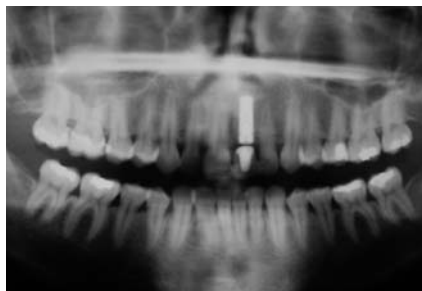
Zustand der Gingiva vor der OP. – Abb. 4: Postoperative Röntgenkontrolle nach Implantation Regio 21. – Abb. 5: Situation nach der Implantatfreilegung mit Rolllappen.
